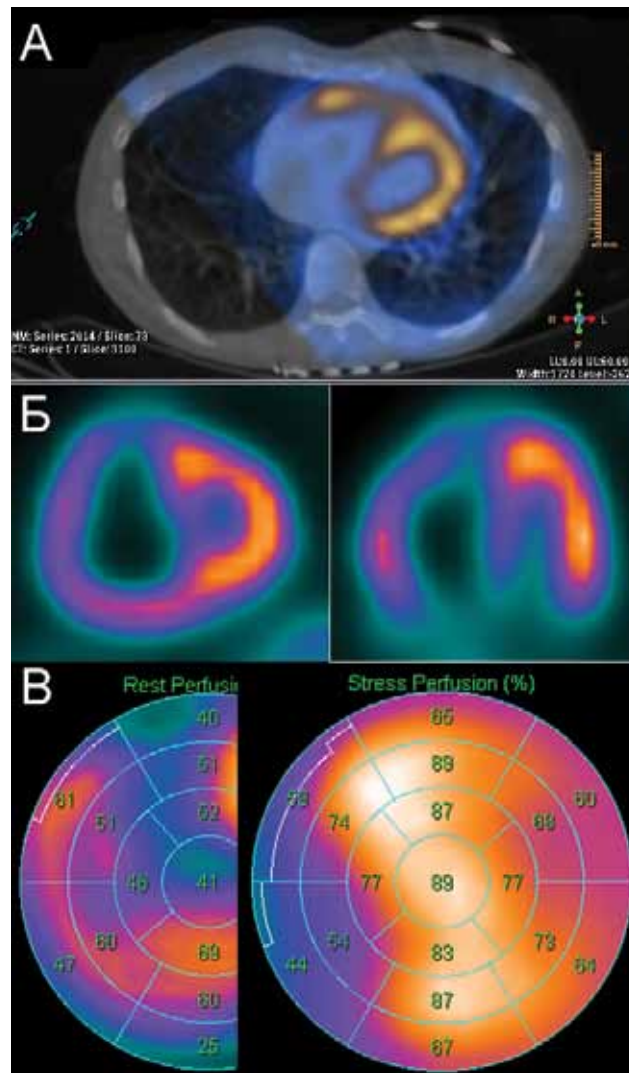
Перфузионная ОЭКТ/КТ миокарда у больного с ИЛГ. На аксиальных срезах ОЭКТ/КТ(А), косых срезах по короткой и длинным осям сердца (Б) визуализируется дилатация ПЖ. Перфузия ПЖ неоднородна, отмечается дефект перфузии в МЖП, возможно, вследствие компрессии (В)
